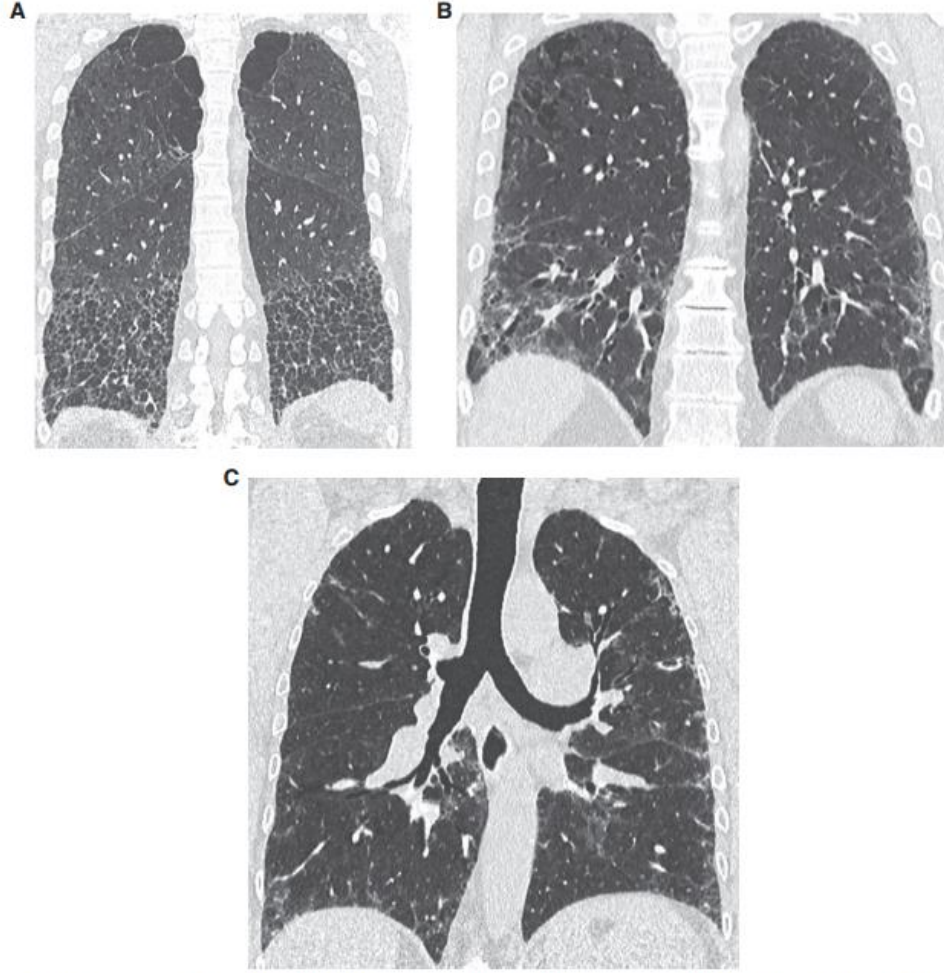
Three of the four high-resolution computed tomography patterns of usual interstitial pneumonia (UIP): (A) UIP pattern (associated with some paraseptal and centrilobular emphysema in the upper lobes), (B) probable UIP pattern with fibrotic features in the lung periphery (and some centrilobular emphysema in the upper lobes), and (C) indeterminate for UIP pattern (peribronchovascular and subpleural ground-glass opacities, intermingled with fine reticulation but no honeycombing or traction bronchiectasis). The fourth category, alternative diagnosis, is widely variable, depending on the specific alternative diagnosis, and is not shown.
